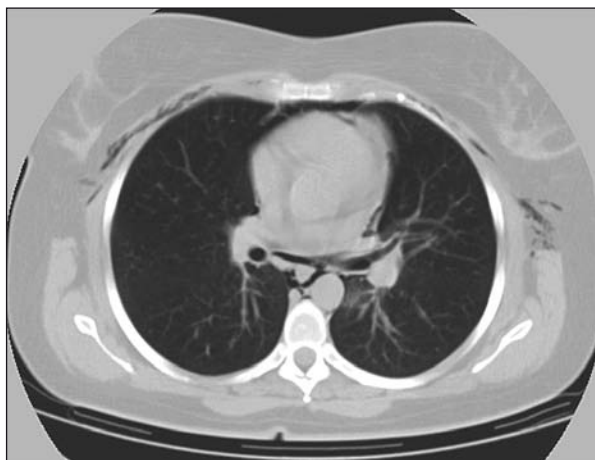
Tomografía computarizada de tórax sin contraste, ventana parenquimatosa. Se observan el signo de la doble pared bronquial, neumoprepericardio, aire alrededor de la aorta descendente y de la vena ácigos y enfisema subcutáneo torácico. El parénquima pulmonar no presenta alteraciones.
